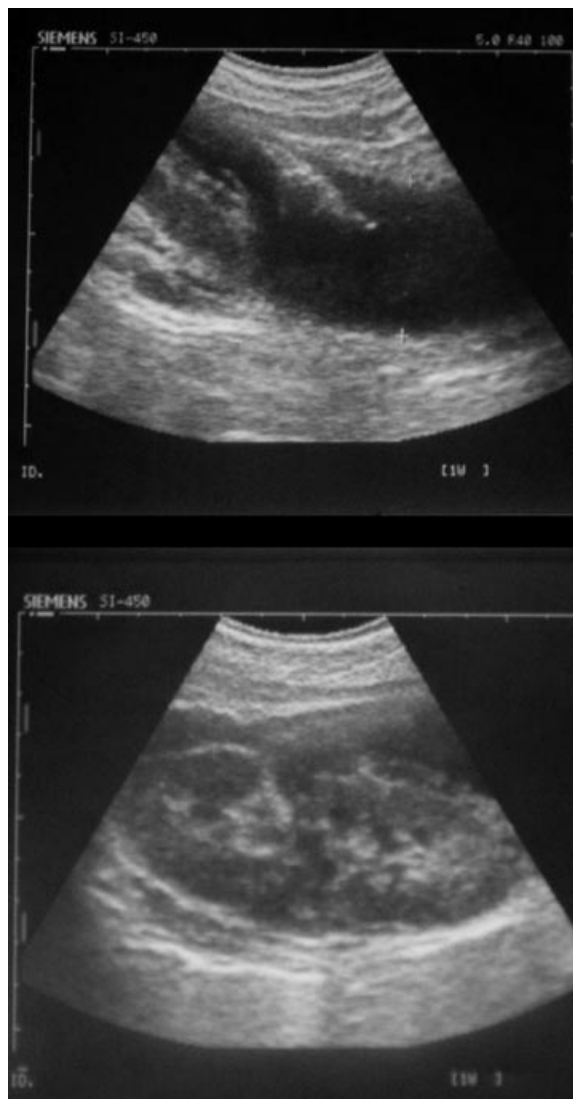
The same patient as in fig.10. Ultrasound 12 days after the trauma. In central part of the kidney longitudinal hypoechoic line – kidneys rupture. Between the posterior abdominal wall and posterior kidney surface, a heteroechoic area, of 4.5 cm thickness, extending to the pelvis in extraperitoneal space (urohematoma).
